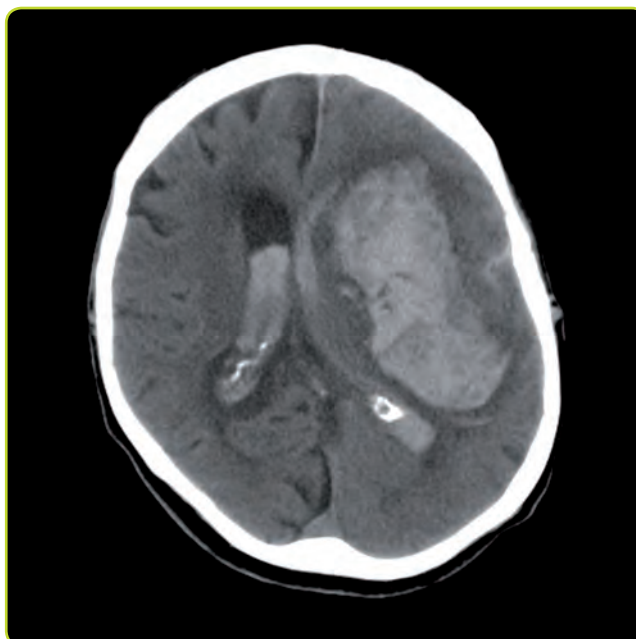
TC cerebral en la que se aprecia hematoma intraparenquimatoso izquierdo abierto a ventrículos con desplazamiento de la línea media.
